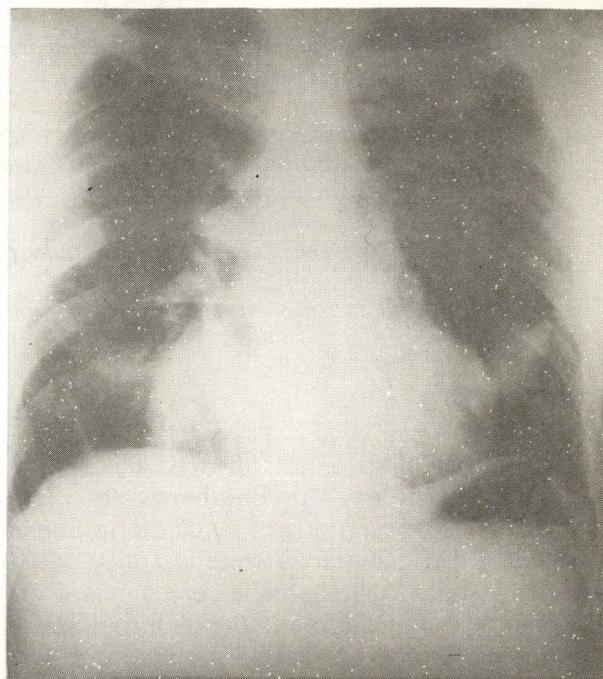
Radiografia de tórax mostrando múltiplos nódulos metastáticos.
